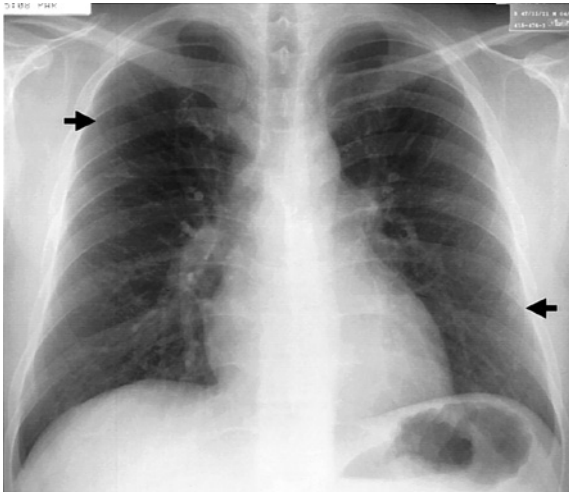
Chest x-ray showed multiple nodular shadows 10 mm in diameter in the right upper and in the left lower lung fields (arrows).
